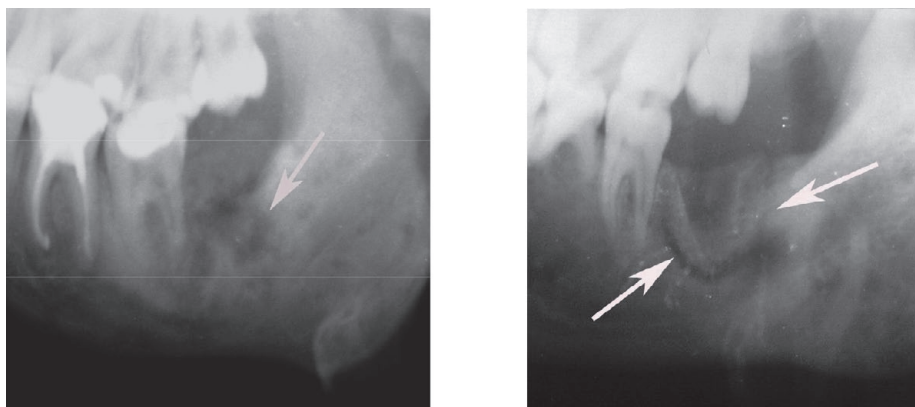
Рентгенограми нижньої щелепи хворих з обмеженою та осередковою формами остеомієліту
